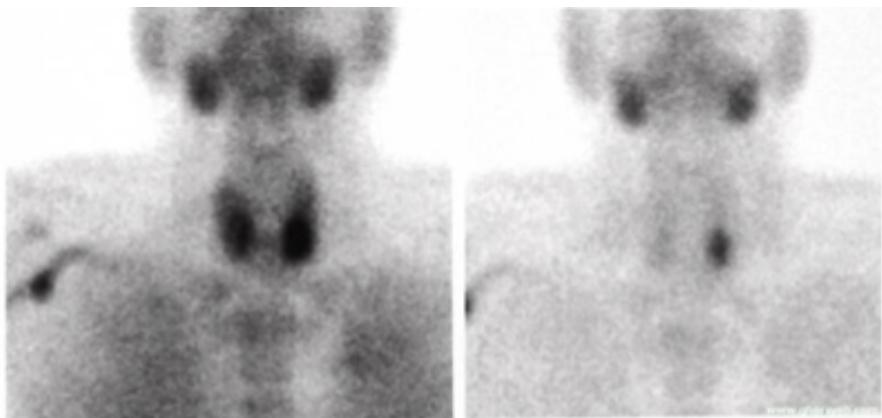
Одноизотопная сцинтиграфия:
